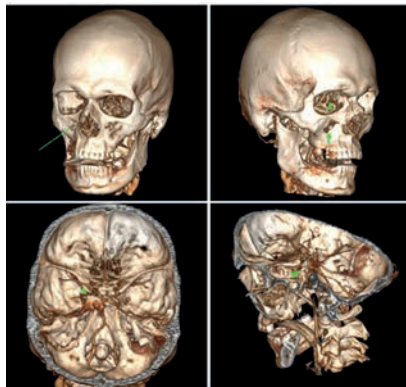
3D-реконструкции компьютерных томограмм головы раненого М. после слепого краниофациального ранения (4-е сутки после ранения). На верхних 2-х снимках стрелками показана траектория осколка, на двух нижних — локализация осколка
